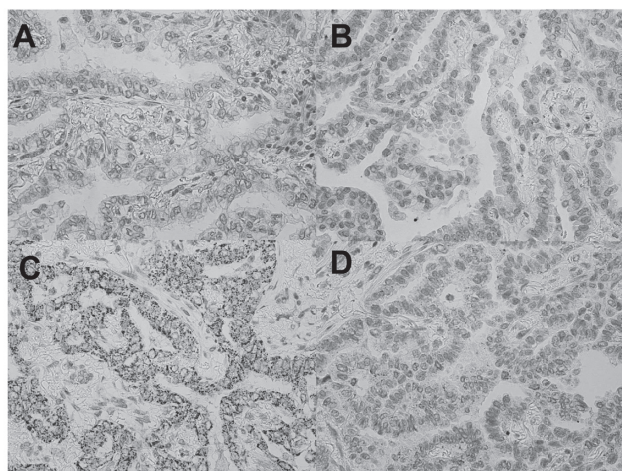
症例1. HIF1 α の発現はCT上造影効果の高い領域では相対的に低く(A)、造影効果の低い領域では相対的に高い(B)可能性が示唆された。VEGFの発現はCT上造影効果の高い領域では相対的に高く(C)、造影効果の低い領域では相対的に低い(D)可能性が示唆された。(A)と(B) HIF1 α 染色X200, (C)と(D) VEGF染色X200。
